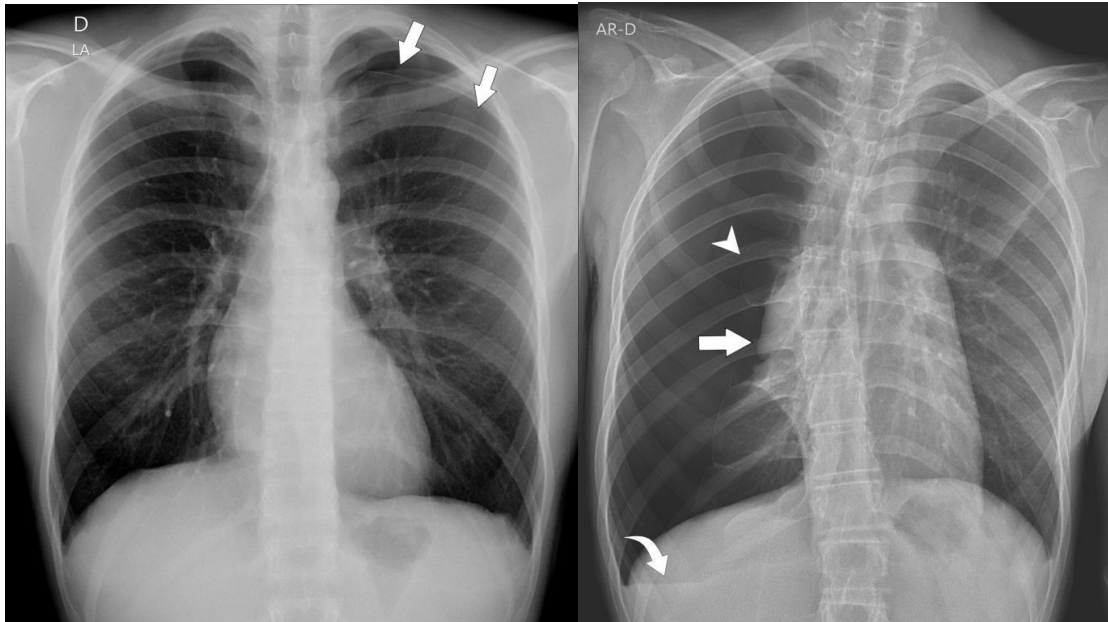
Radiografia de tórax em PA. Pequeno pneumotórax à esquerda. Observe a tênue linha (setas) delimitando o pulmão esquerdo. Na outra imagem exemplo de pneumotórax hipertensivo à direita.
